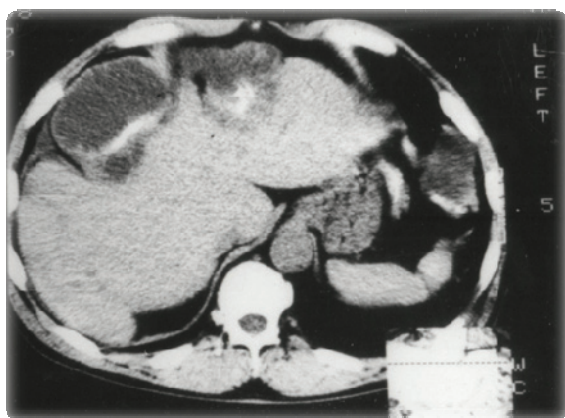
Компьютерная томограмма. Альвеококкоз печени
